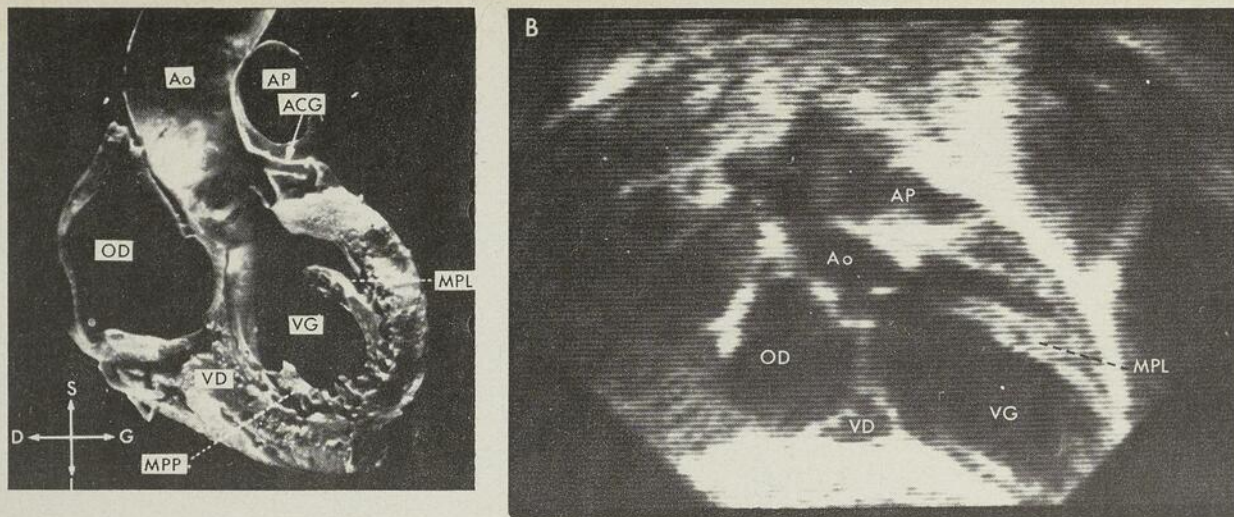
Coupe longitudinale — A) anatomique, B) échocardiographique.
